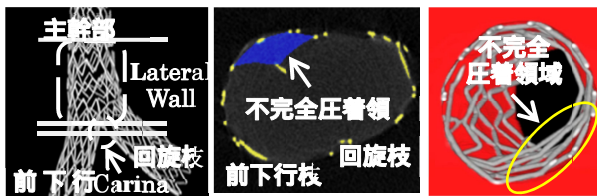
マイクロCTを用いたステントの血管壁への不完全圧着評価
